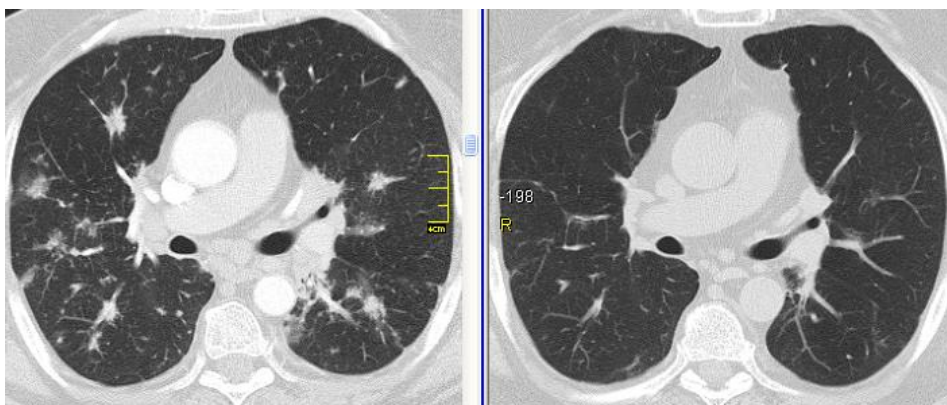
КТ хворого Б. (ліворуч – вихідні дані, праворуч – через 3 міс. ГКС-терапії): фаза регресії саркоїдозу – зникнення легеневих вузлів і ділянок «матового скла»
